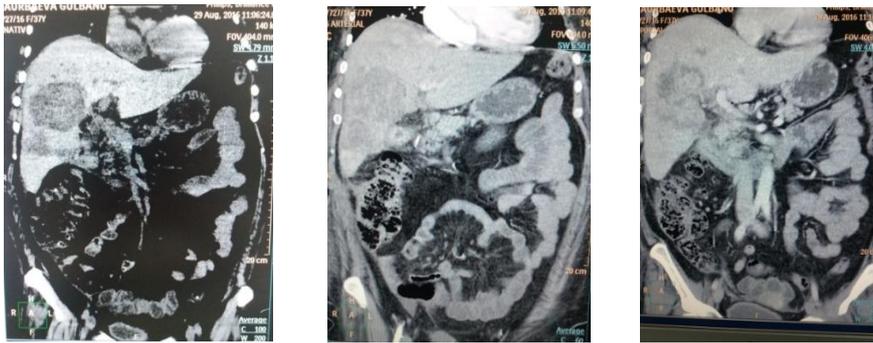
КТ-снимки до операции
